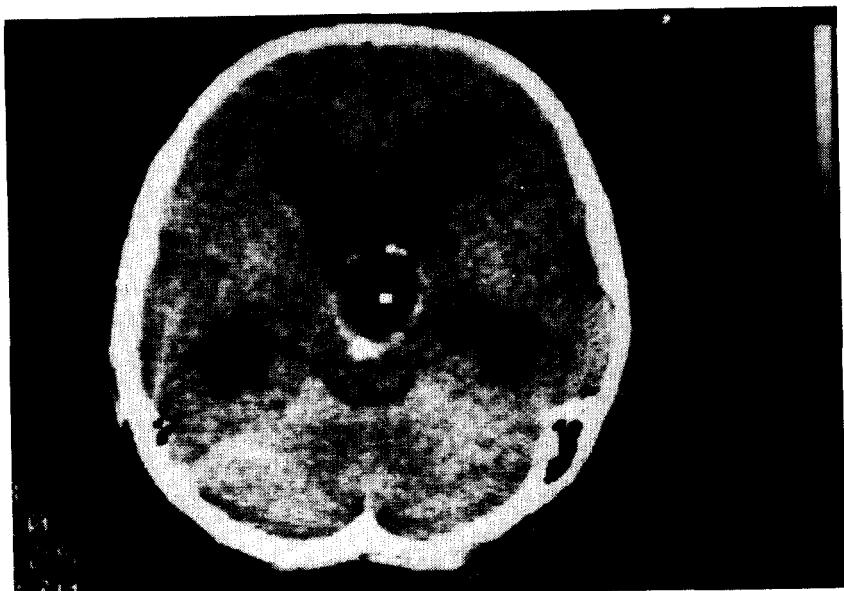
Brain CT shows well circumscribed suprasellar round hypodense cystic mass lesion without calcific densities.
